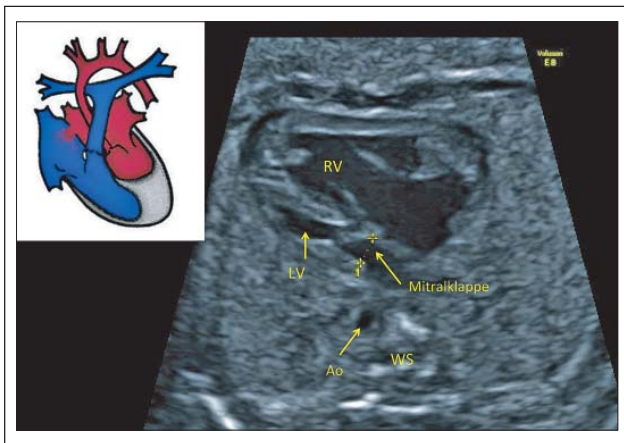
Fetale Echokardiographie der 28. SSW: Darstellung des Vierkammerblicks. Hypoplastischer linker Ventrikel. LV: linker Ventrikel, RV: rechter Ventrikel, MV: Mitralklappe, WS: Wirbelsäule, Ao: Aorta
